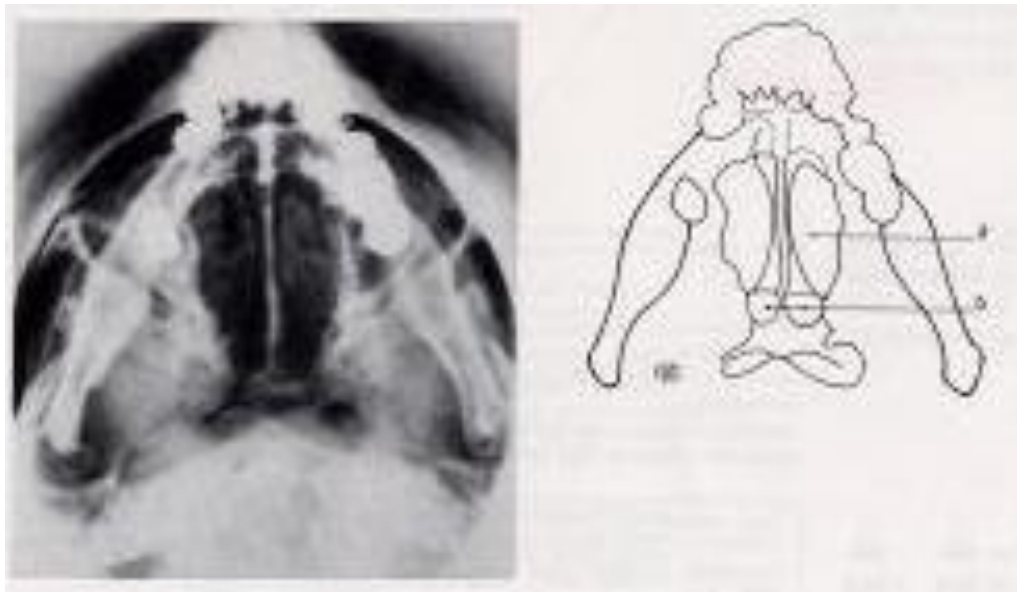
Radiographie standard en incidence de Hirtz[5]
